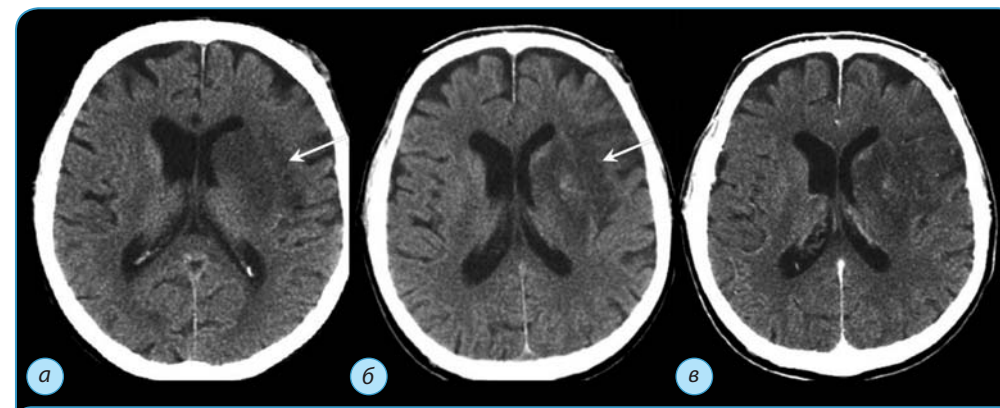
КТ головного мозга. Симптом снижения рентгеновской плотности вещества головного мозга при ишемическом инсульте в бассейне СМА, слева, острая фаза, 24 ч:
